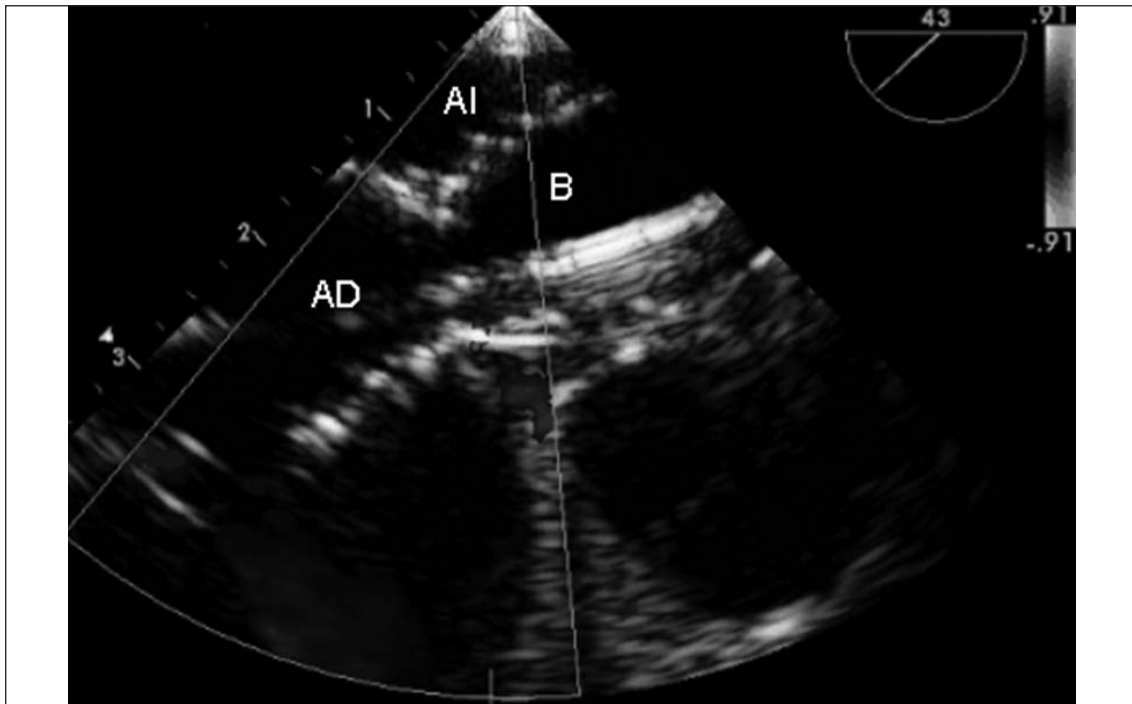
Ecocardiograma transesofágico. AI: aurícula izquierda. AD: aurícula derecha. B: balón medidor ocluyendo el pasaje a nivel de la CIA.
